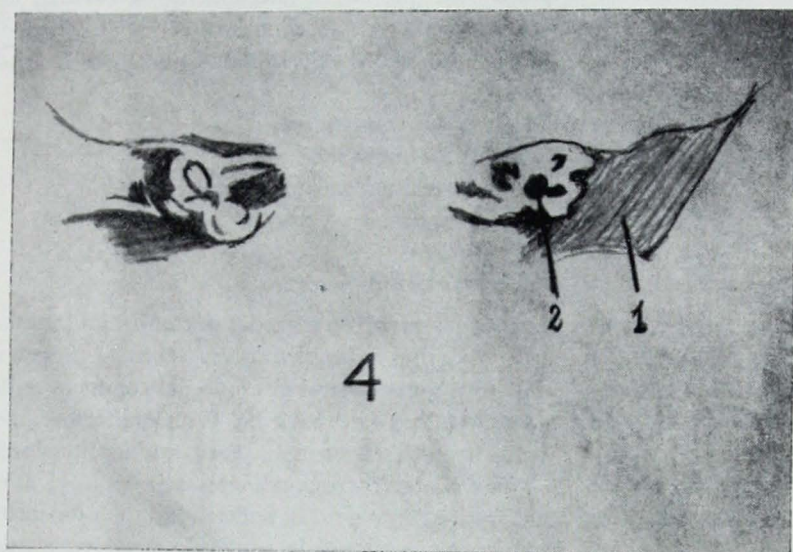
Tomografía comparativa de oído en AP. Se encuentra oído derecho normal. En el izquierdo existe falta total de los elementos del oído medio y la mastoides está hipoplásica. Se encuentra en los elementos del oído interno laberinto mayor de lo habitual con deformación y cambio de dirección en canales semicirculares horizontal y superior. El CAI es muy estrecho.
